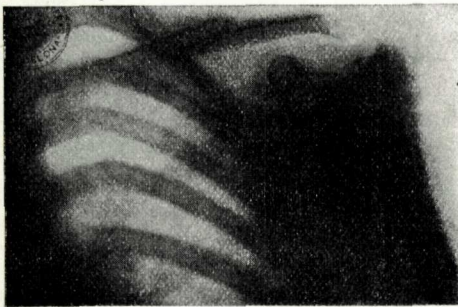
Florenci V. de 24 anys Fractura a gros bisell, intervinguda als deu dies per ser impossible la contenció i per la reacció dolorosa En l'acte operatori es trobaren diversos petits fragments no visibles en la radiografia que modificaven de tal manera els extrems, que feren impossible el cerclatge directe.
